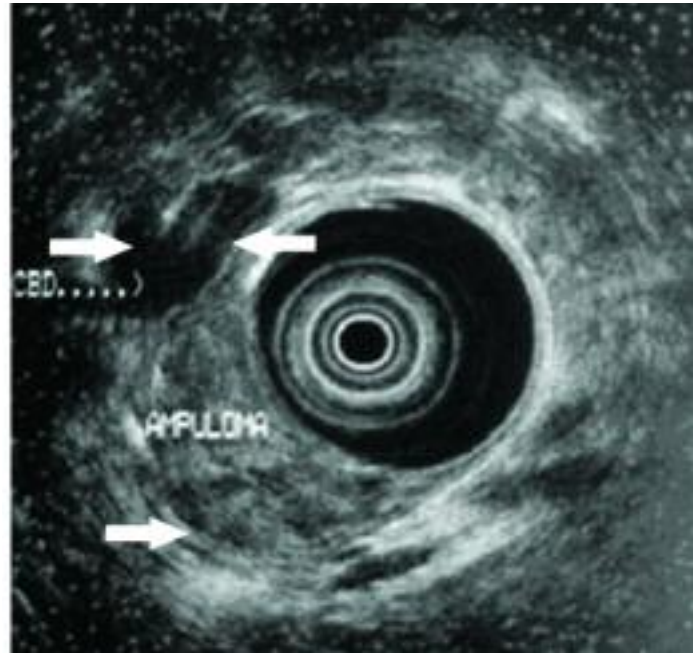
Ecografía endoscópica en la evaluación de un tumor ampular: Tumor ampular voluminoso (ampuloma) que obstruye y dilata los conductos biliar y pancreático (flechas blancas). Se observa la capa muscular indemne como una línea hiperecoica (flecha blanca) por lo que no se evidencia invasión local y corresponde a un T1.
